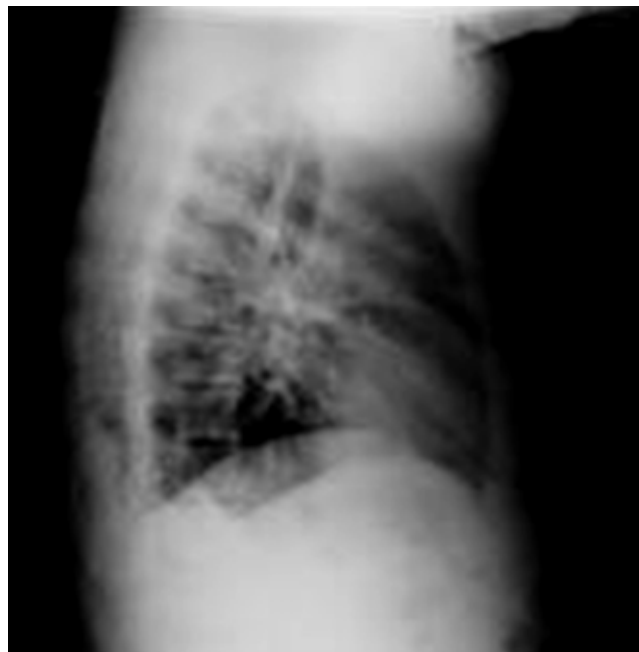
Radiografía lateral de tórax al ingreso del paciente.
